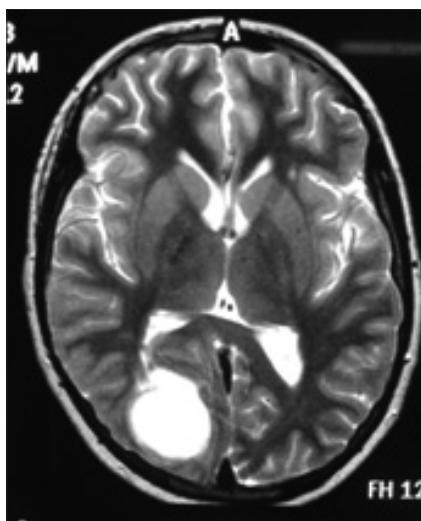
RMN axial T2: quiste occipital derecho.
